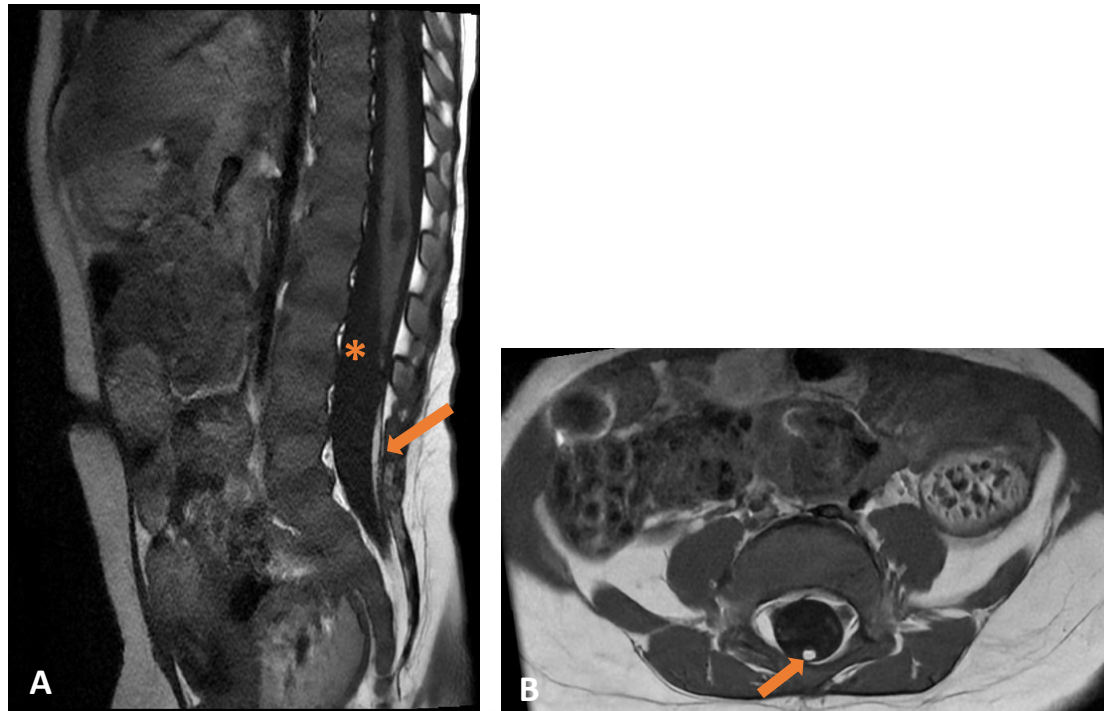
RM ponderada en T1 en plano sagital y en plano axial de un lactante de 3 meses que muestra un cono medular descendido a nivel de L3 (asterisco) asociado a la presencia de una lesión filiforme hiperintensa T1 desde L4 hasta S2, compatible con lipoma del filum terminal (flechas sólidas).
